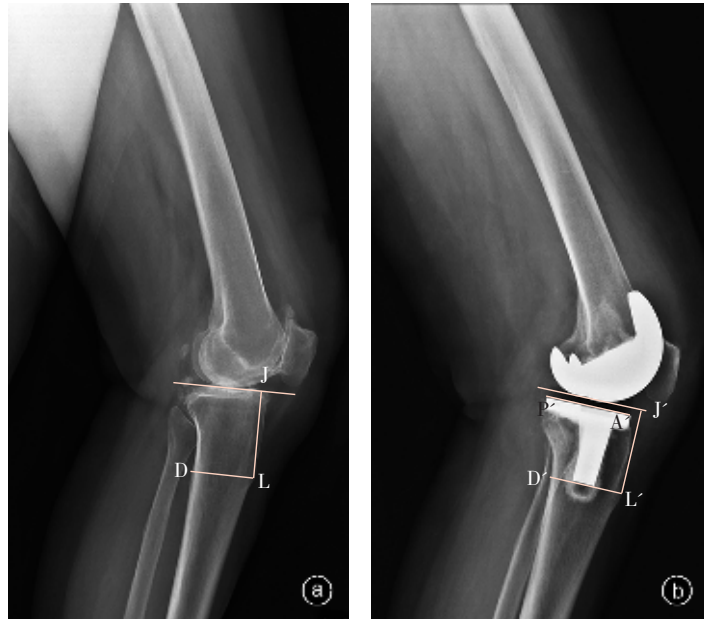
膝关节线测量方法 a 术前膝关节侧位X线片,沿胫骨平台关节面做一直线,测量该直线至胫骨结节的垂直距离JL、胫骨结节至胫骨后侧皮质的距离LD b 全膝关节置换术后膝关节侧位X线片,自股骨假体做胫骨假体平行线,测量该线至胫骨结节的垂直距离J'L'、胫骨结节至胫骨后侧皮质的距离L'D'及胫骨假体的前后径A'P'
